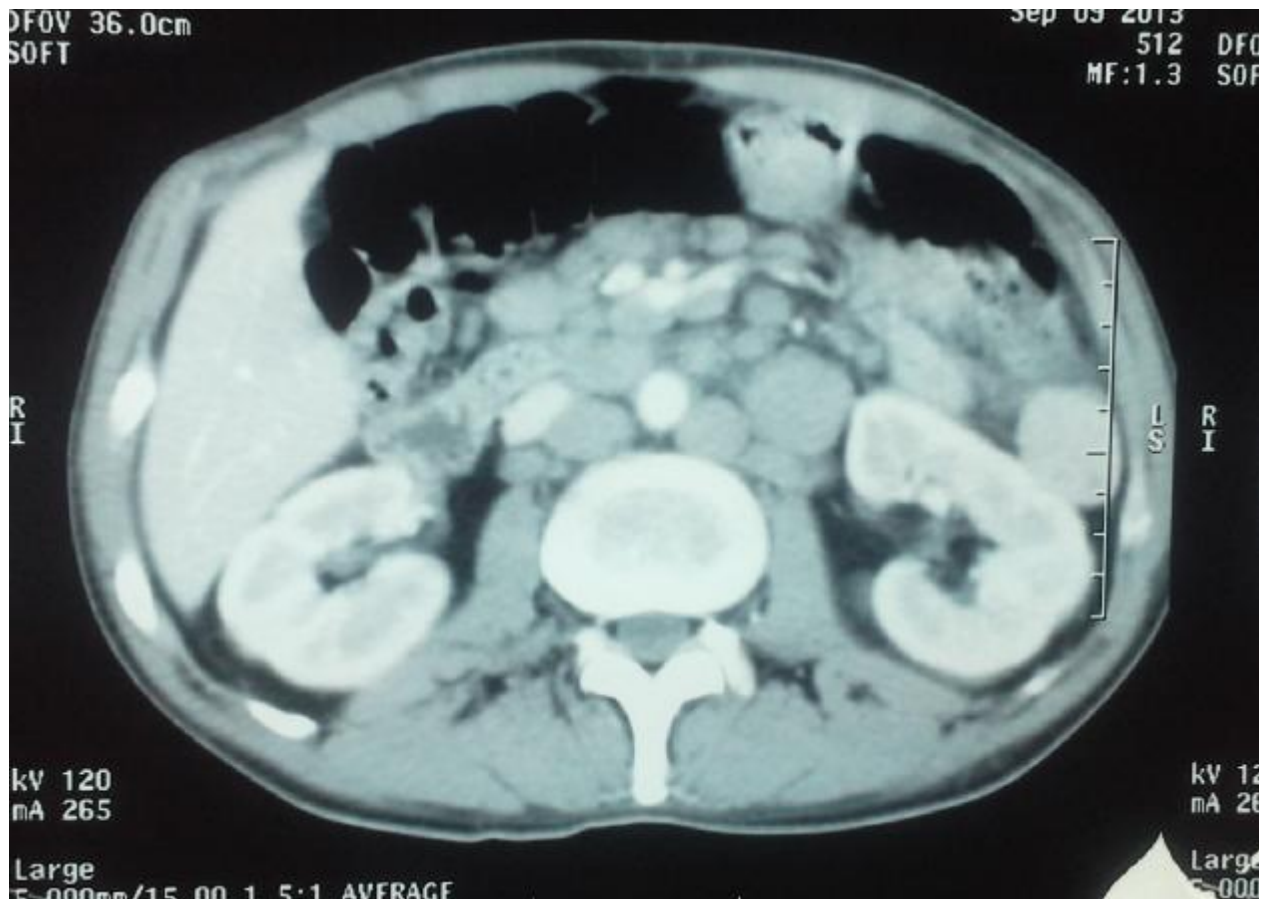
TDM cervico-thoraco-abdomino-pelvienne avait révélé des adénopathies profondes médiastinales, abdominales et rétroperitoneales
